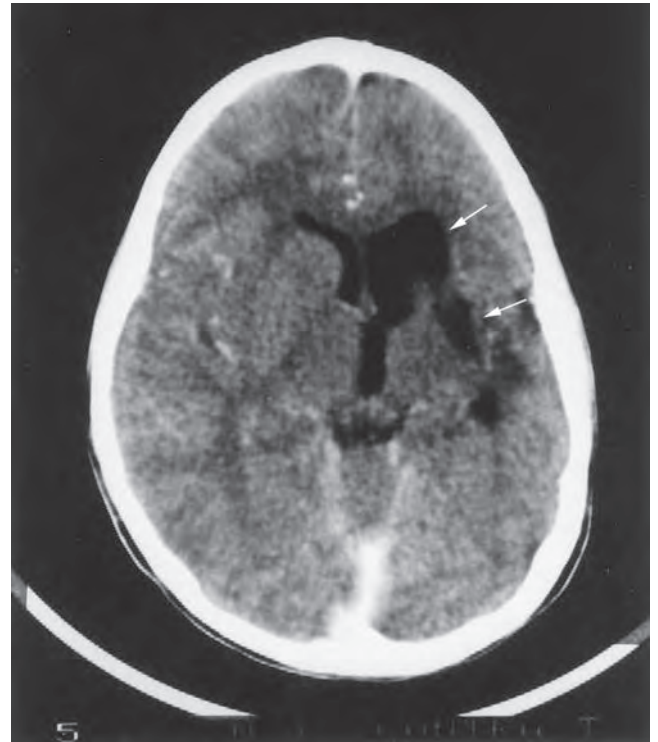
Tomografía computarizada del cerebro que muestra una lesión en el núcleo caudado y el putamen en un paciente con distonía.
